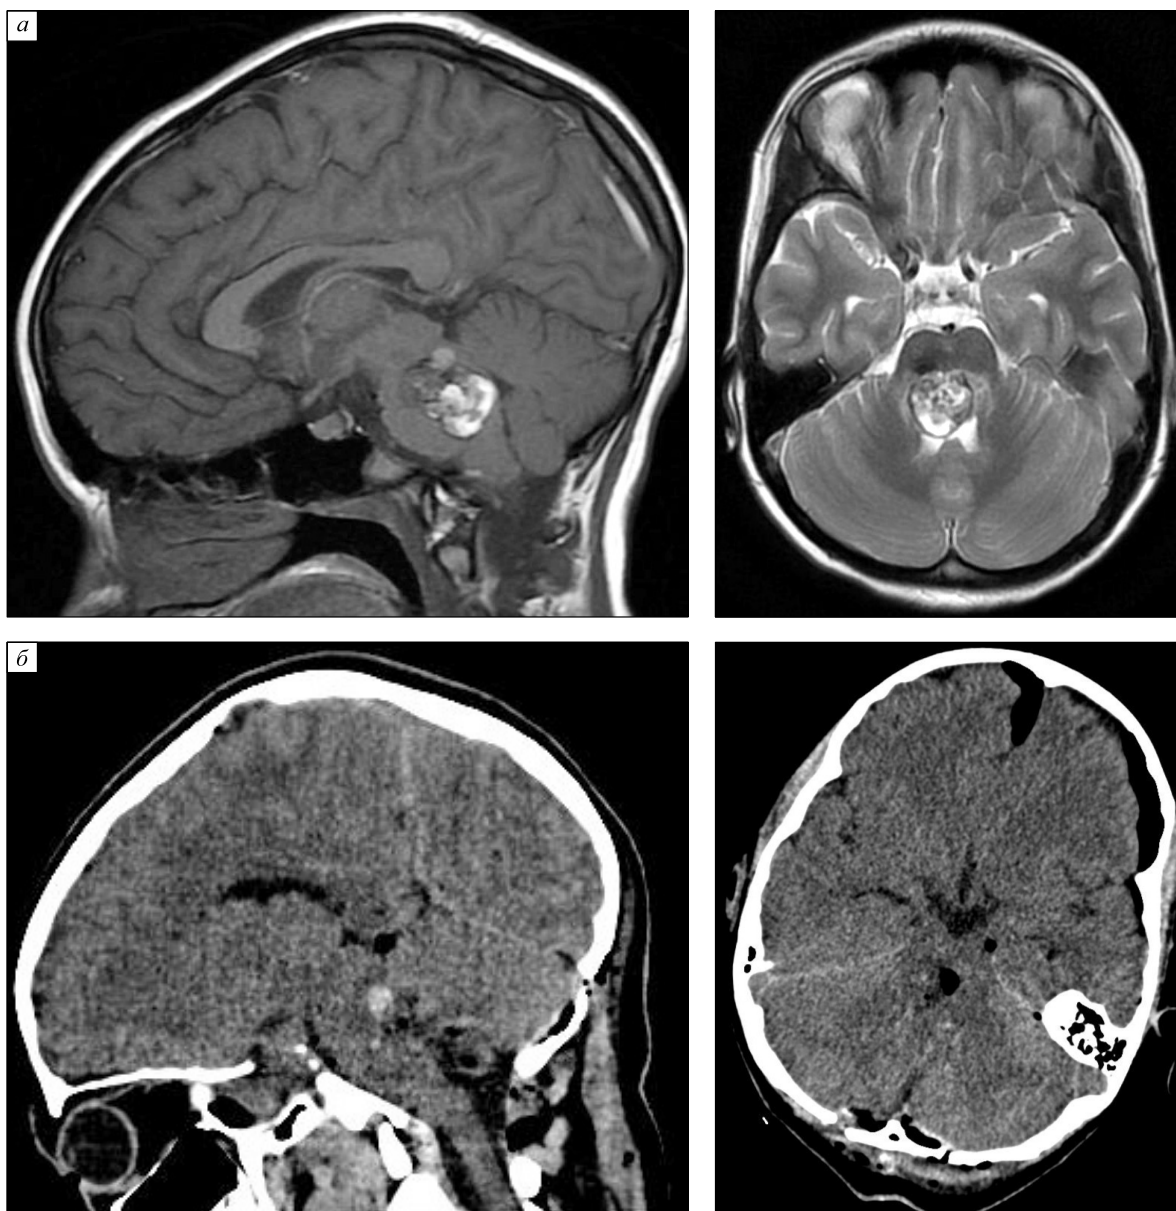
МРТ головного мозга больного А. до операции (а) (определяется КМ в Варолиевом мосту) и МСКТ через 1 сут после операции (б) (КМ удалена тотально, визуализируется гемостатический материал в полости удаленной КМ)
